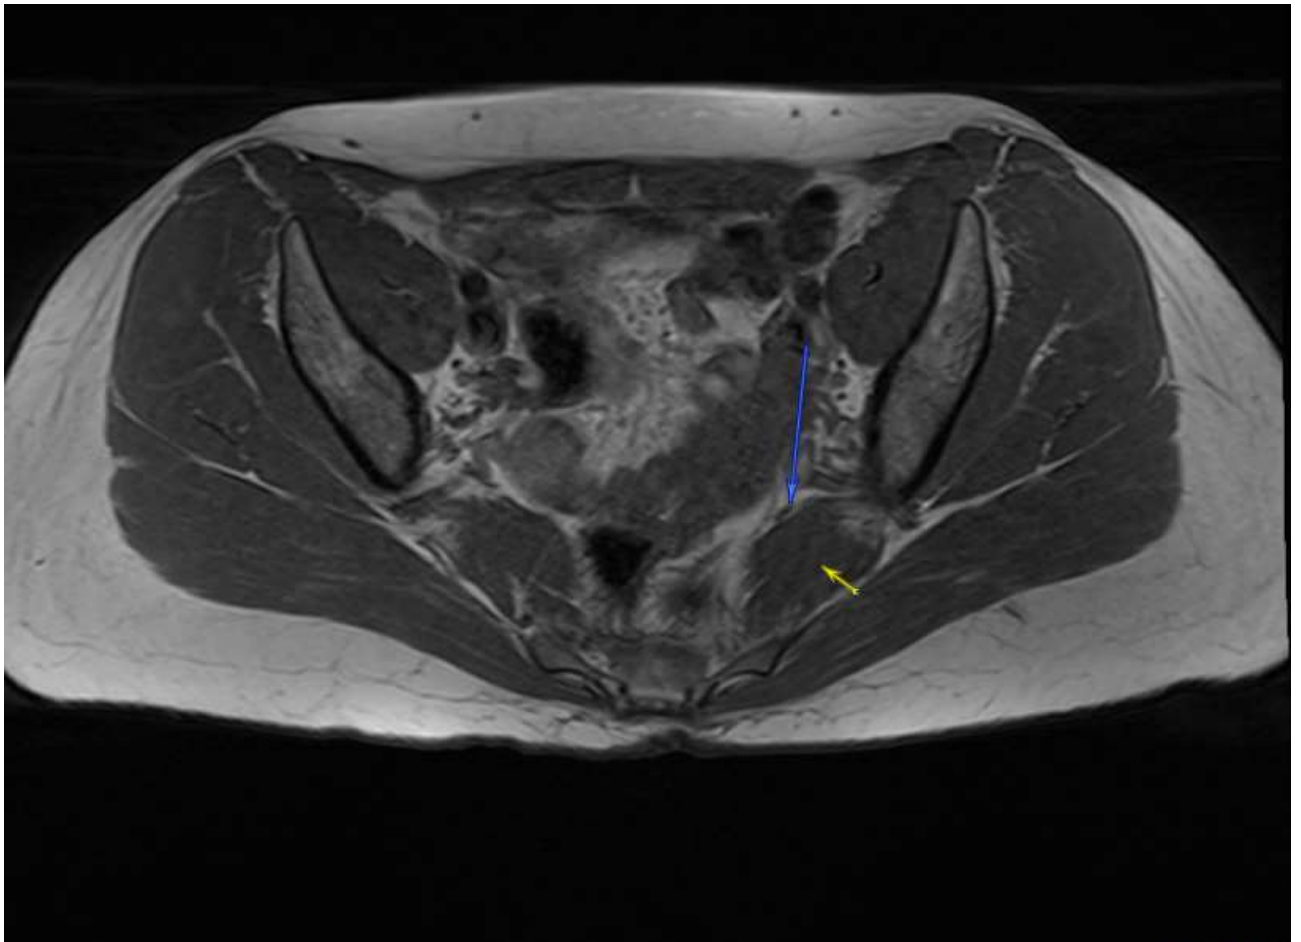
Anatomie régionale en IRM : présence de rapports étroits entre le nerf sciatique (flèche longue) et le muscle prifirome (flèche courte)
